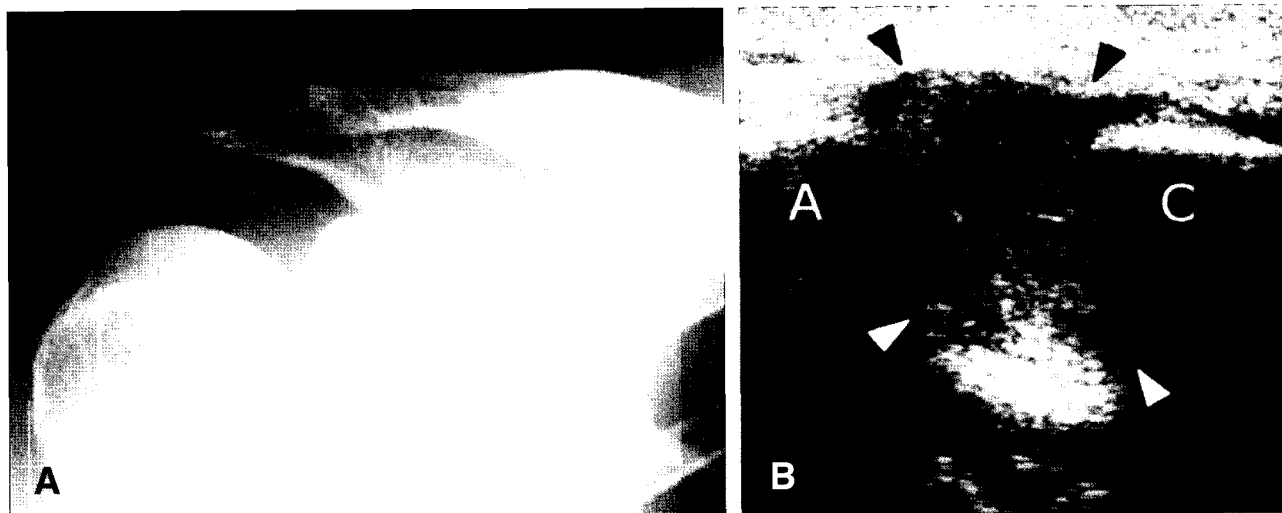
Radiographic and ultrasonographic evaluation for degenerative change
